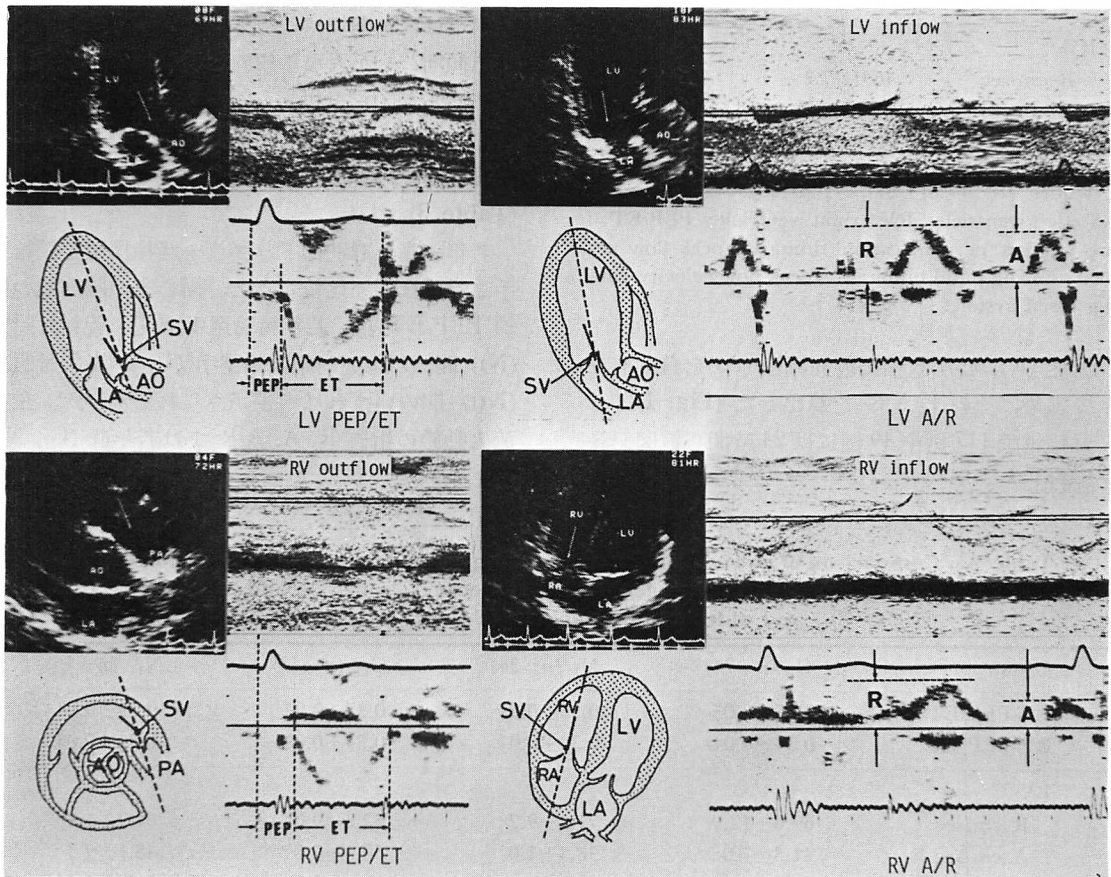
Doppler flow velocity curves of the outflow and inflow tracts of both ventricles.
